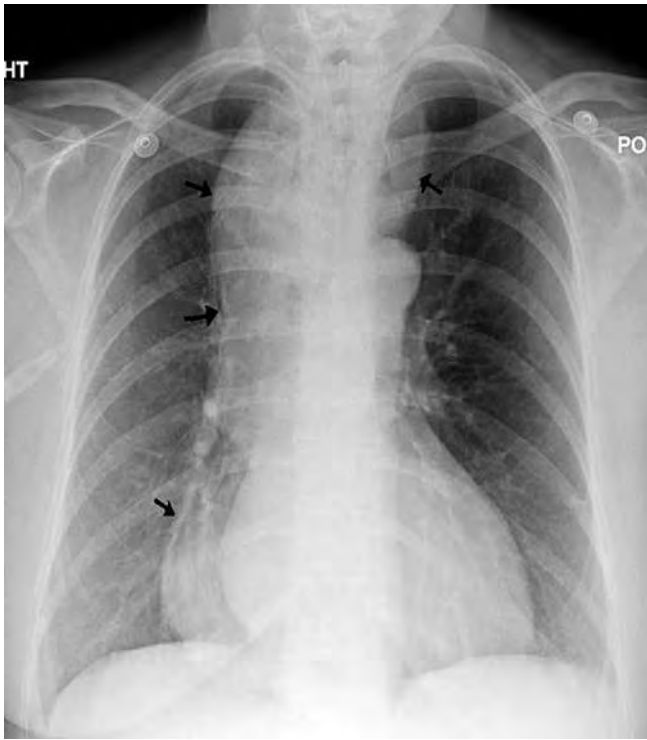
Radiografía de tórax con mediastino ensanchado
